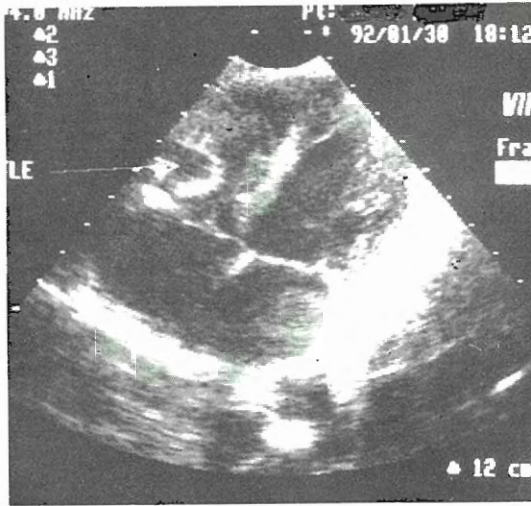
a). Apikal 4 boşluk kesitte renkli Doppler ekokardiyografi ile KAF'nün açılış yerinin görünüşü (sağ ventrikül apeksinde ok ile işaretli beyaz renkli bölüm renkli Doppler ile tesbit edilen türbülant akımı göstermektedir). b) KAF'nün açılış yerinde PW Doppler ile elde edilen devamlı akım trasesi. rv: sağ ventrikül, lv: sol ventrikül.
